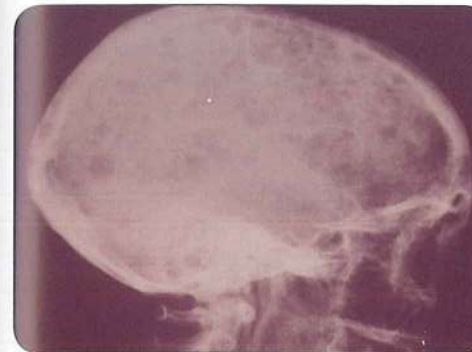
Sup Izq: Radiografía simple de cráneo en un paciente con mieloma múltiple en la que se aprecian las lesiones típicas en "sal y pimienta". Sup Dch e Inf: Paciente con un mieloma múltiple con afectación intraoral a tratamiento con BF por vía IV. © .
